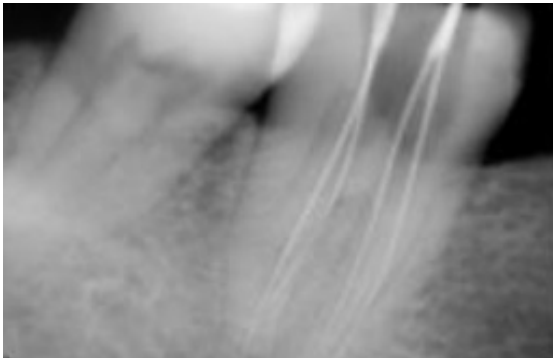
Рентгенограмма для определения рабочей длины
